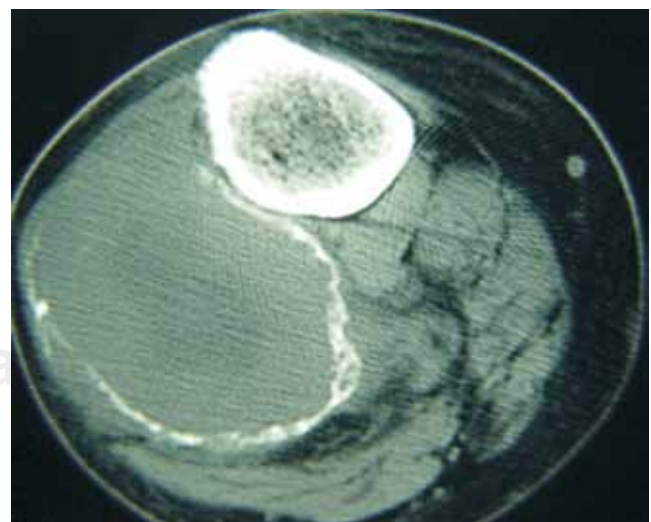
TAC de pierna proximal. Observar pérdida de la cortical anterolateral.
